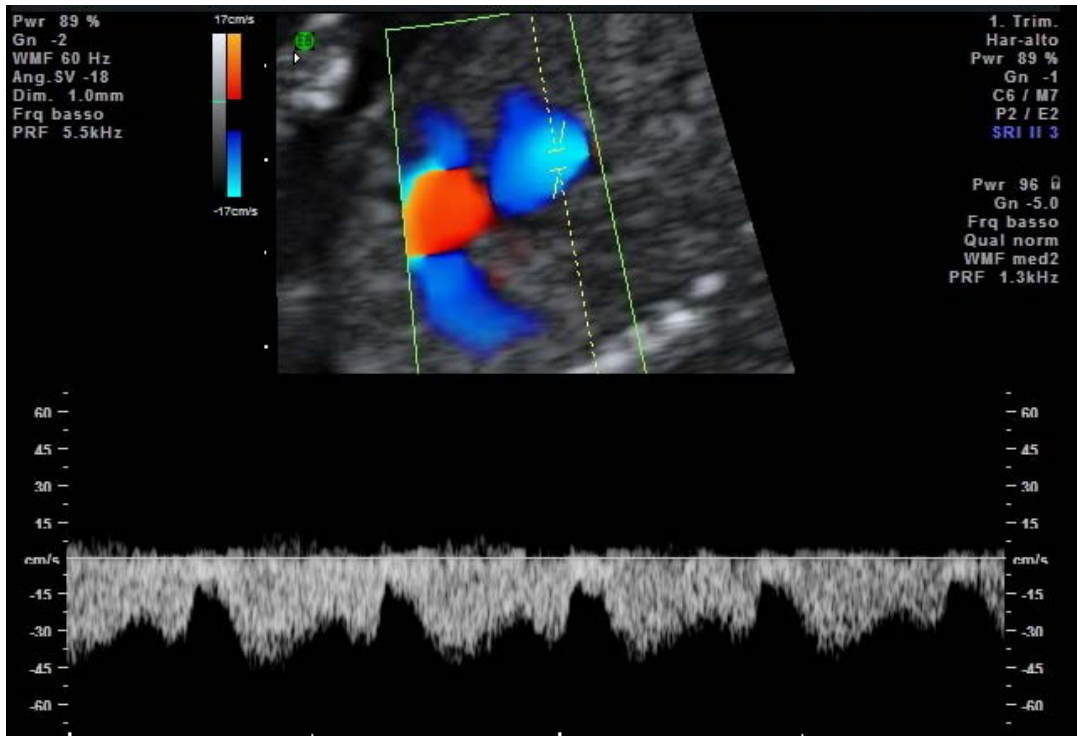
Normale pattern flussimetrico con onda A positiva a livello del Doppler del dotto venoso a 12 settimane di gestazione in una paziente con diabete pregestazionale.
